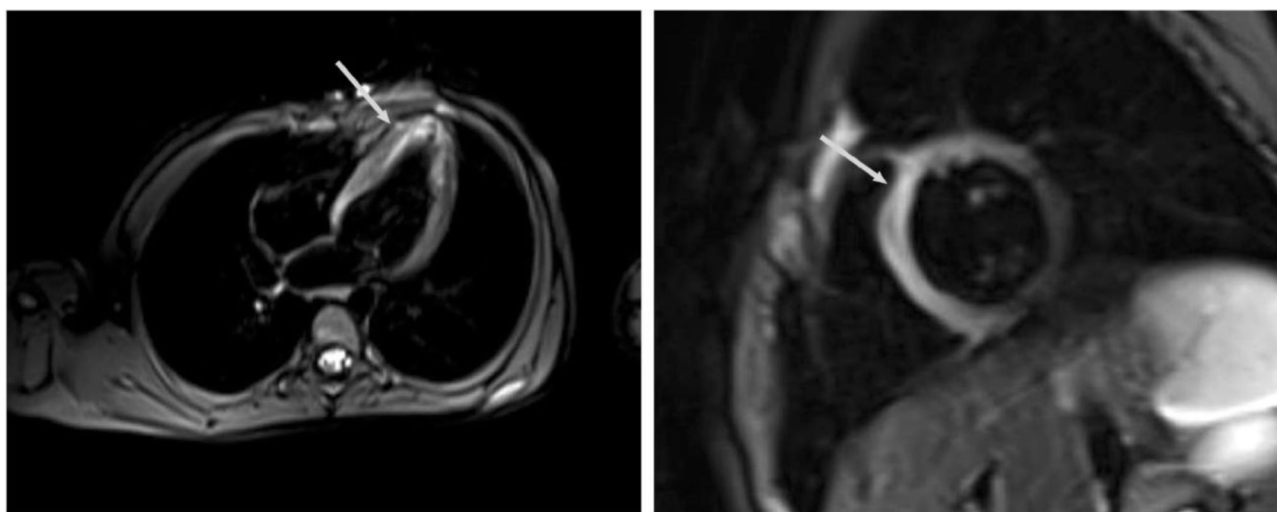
МРТ сердца с контрастированием. Стрелками отмечен отек миокарда в области межжелудочковой перегородки
